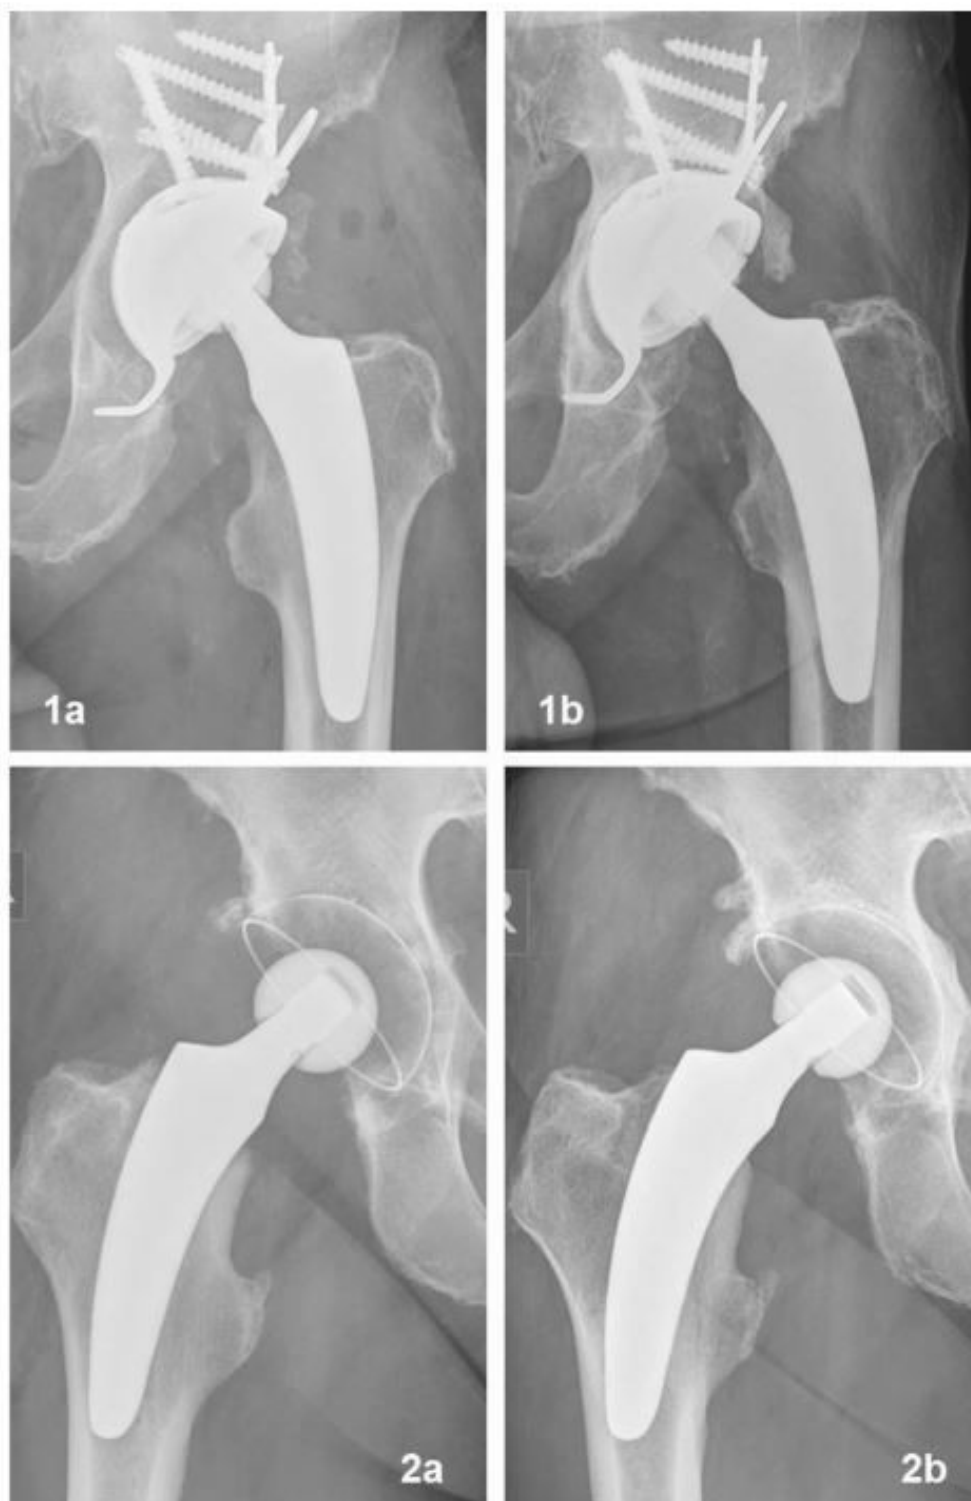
Radiographs of patient 2 and 3 (a: postoperatively, b: at last follow-up).
